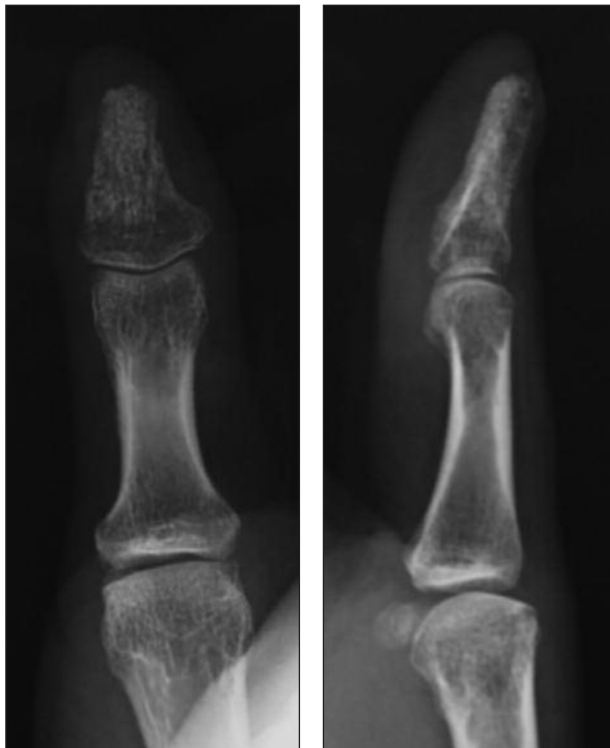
Radiografías a los seis meses de seguimiento, que muestran una completa consolidación del injerto óseo.
